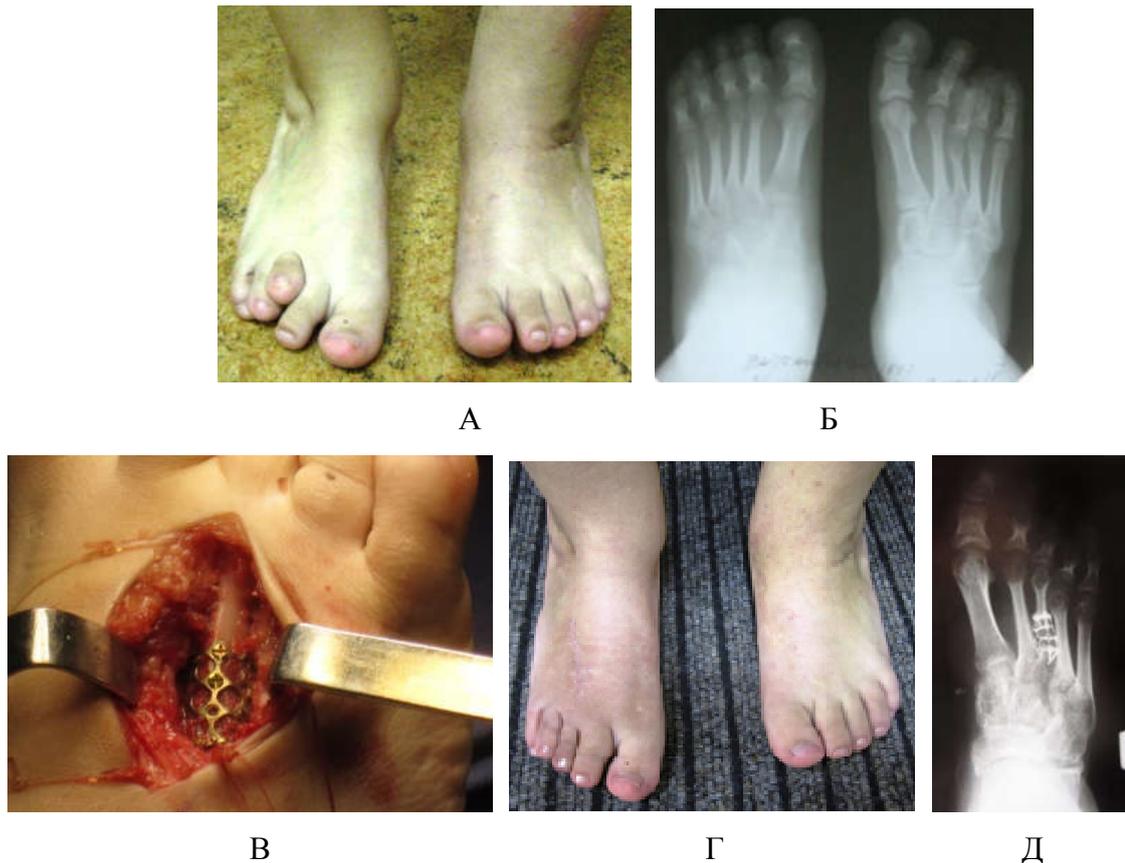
Оперативное лечение брахиметатарзии 3 плюсневой кости. Пациентка X., 13 лет: фото (А) и рентгенограмма стопы до оперативного лечения (Б), интраоперационная фиксация пластиной с угловой стабильностью (В), фото стоп (Г) и рентгенограмма стопы через год после оперативного лечения (Д)
